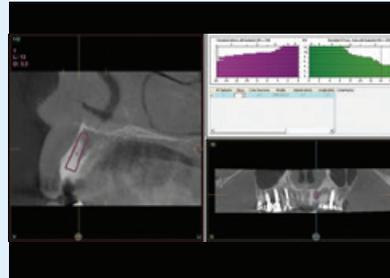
Corte seccional do cone-beam mostrando a raiz remanescente do dente a ser extraído e o implante a ser inserido nesta posição. Neste caso, está planeado um implante mais longo para conseguir uma ancoragem apical além do ápice do dente e, assim, gerar uma estabilidade inicial correta que permita uma carga imediata.
